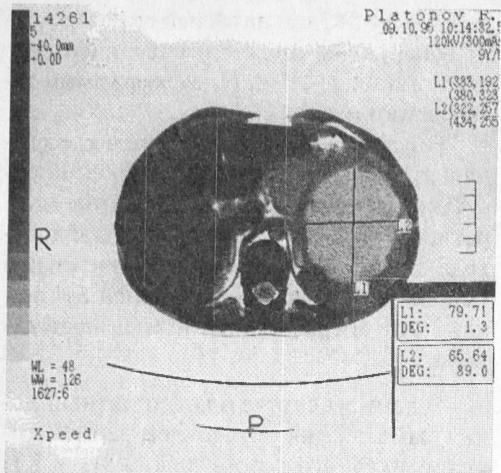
КТ образования, расположенного в передненеверхнем отделе селезенки больного П., 9 лет.
